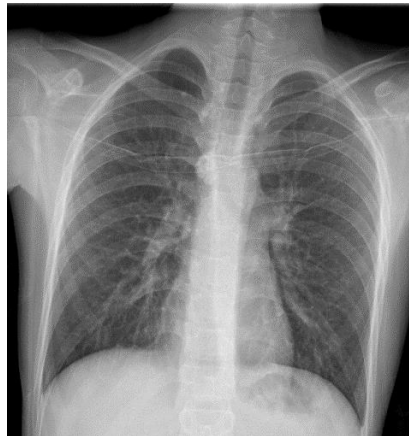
Radiografia torácica com sinais sugestivos de TB passada não ativa: adenopatia calcificada parahilar direita, granulomas calcificados no parênquima pulmonar.
